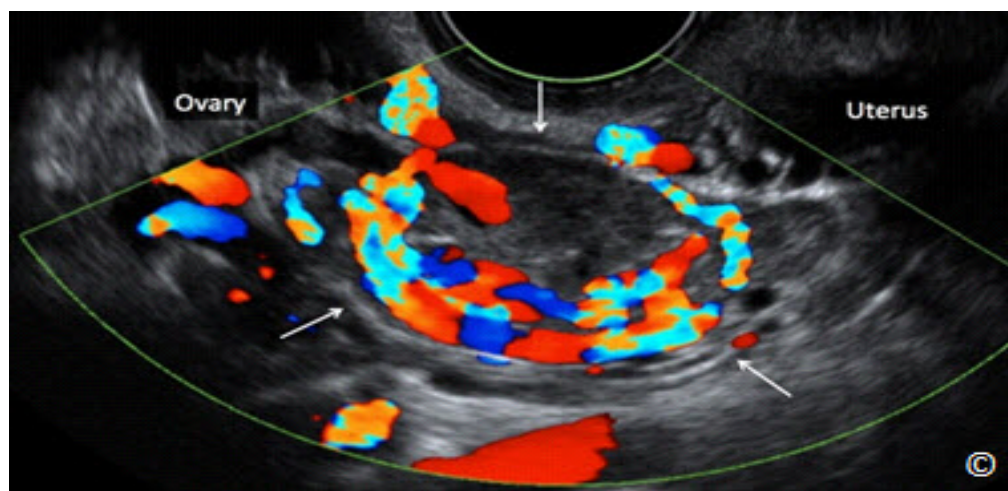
Ecografía transvaginal con Doppler en color en la misma paciente que en la figura 13.10 mostrando una vascularidad significativa del embarazo ectópico crónico (flechas)
